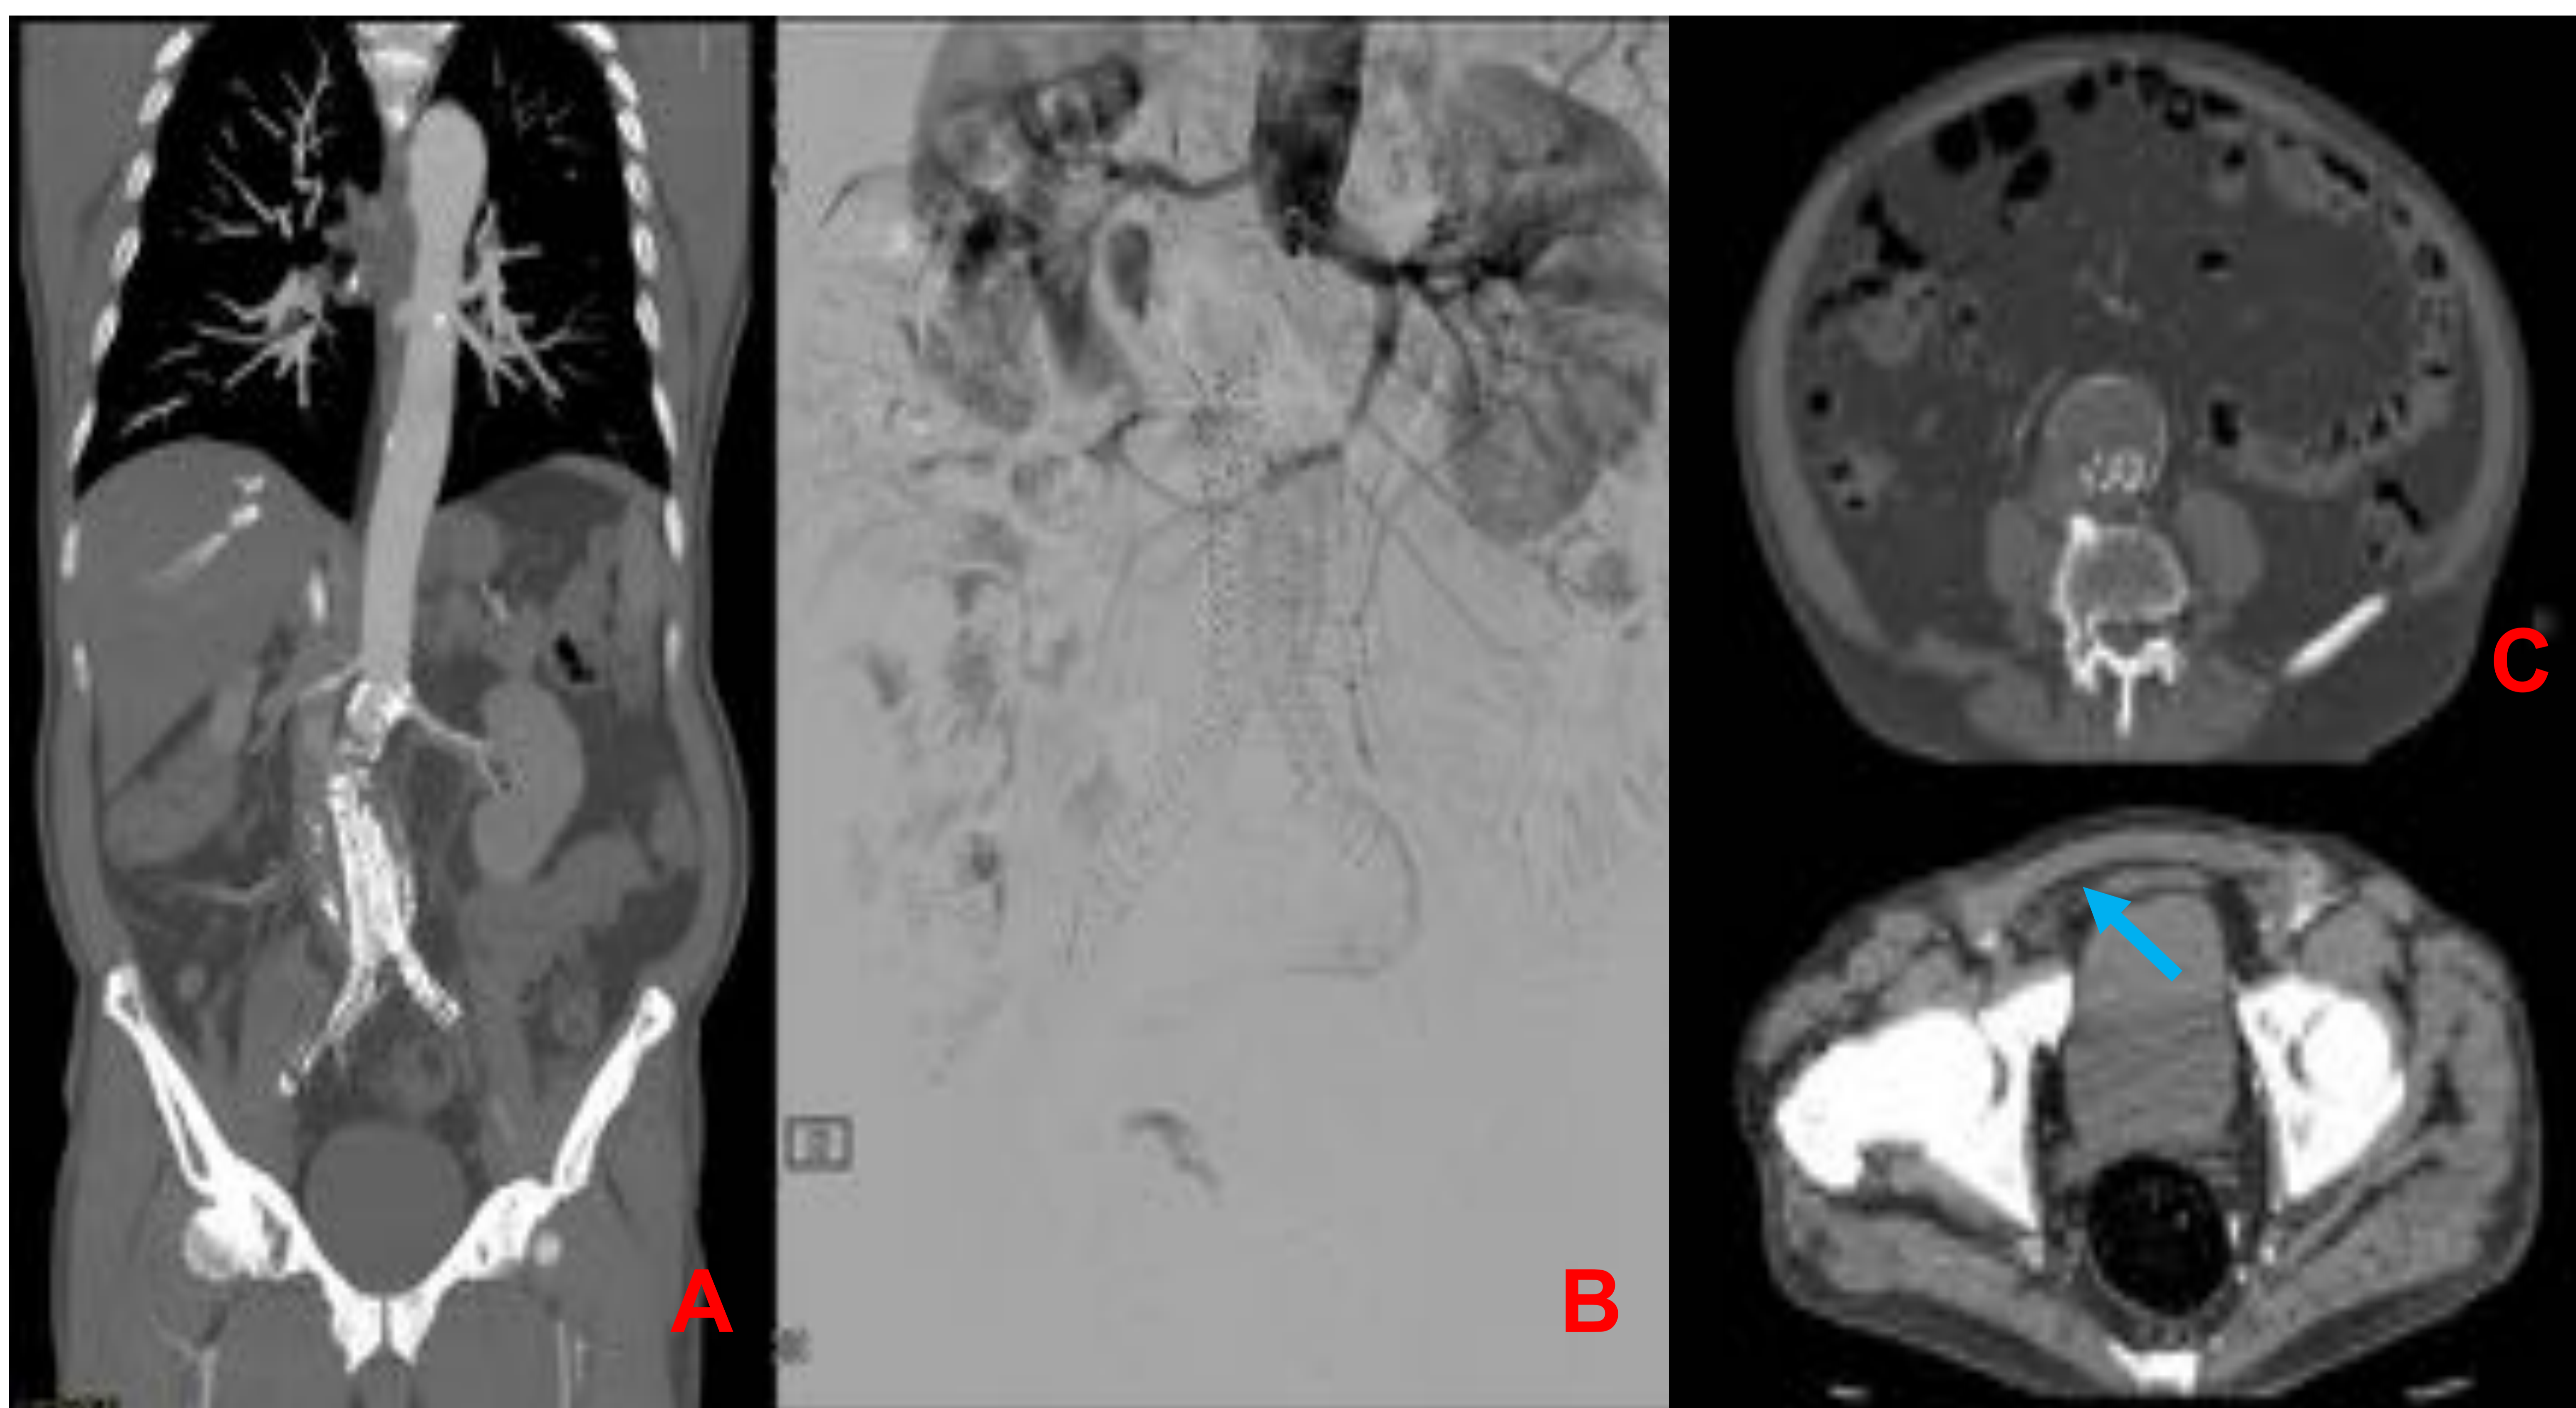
ausencia de realce de contraste en el interior de la endoprótesis tanto en proyecciones coronal y axial del Angio-CT (A y C respectivamente) como en el estudio angiográfico (B).
